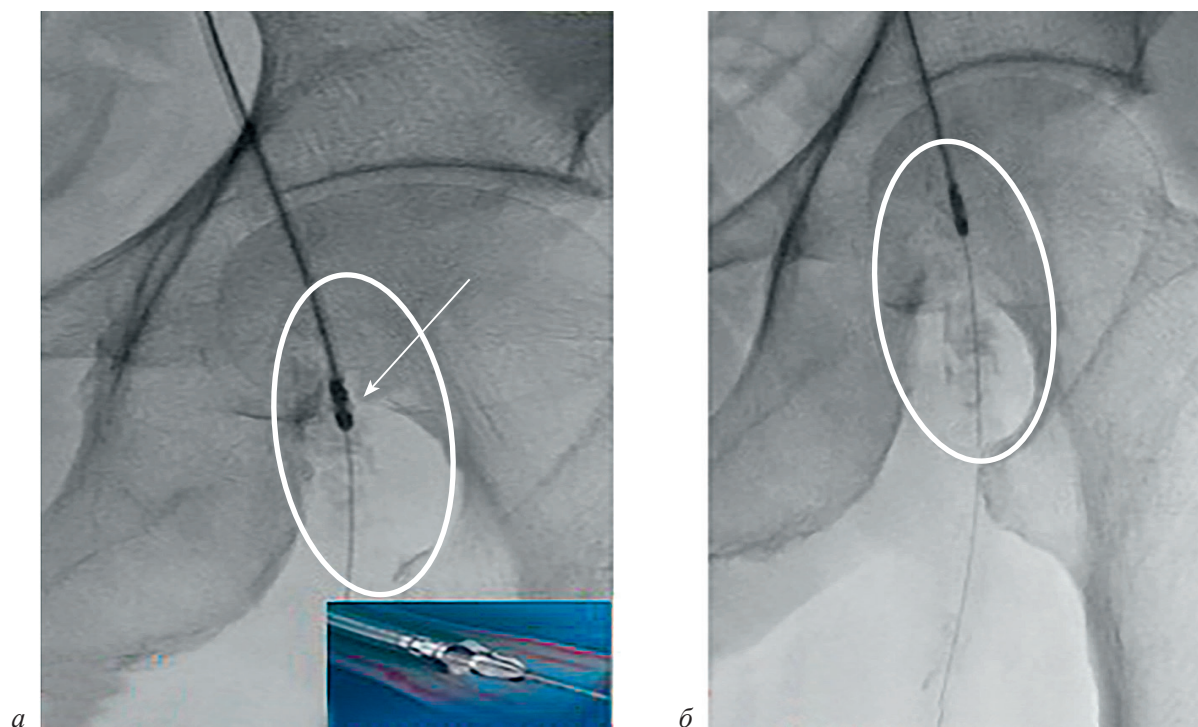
Рентгеноскопия в прямой и правой проекции:
